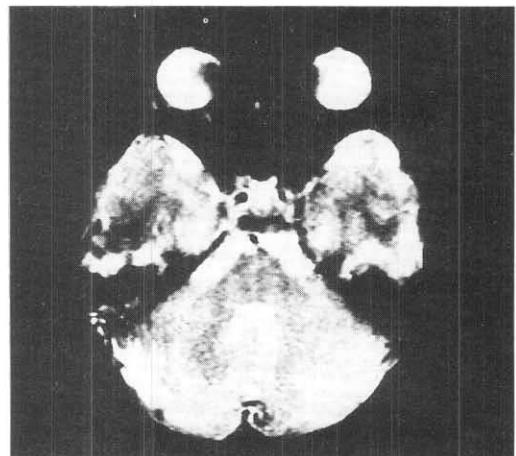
Brain MRI of the elder brother. Diffuse increased signal intensity in bilateral cerebellar hemisphere in T2 weighted image.
